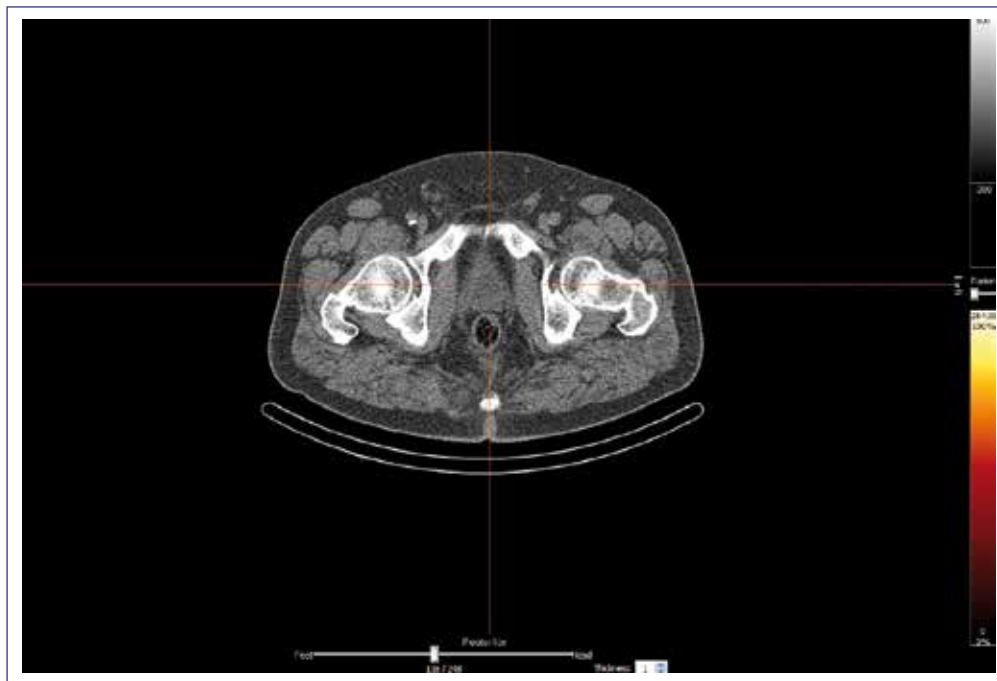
Low-dose CT imaging revealed a hypodense lesion in the prostate area.
